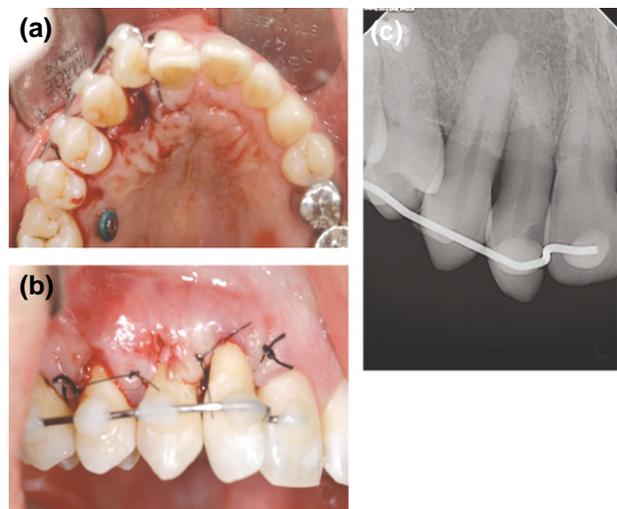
Immediate Post autotransplantation: occlusal (a), lateral (b) and radiographic view (c).
